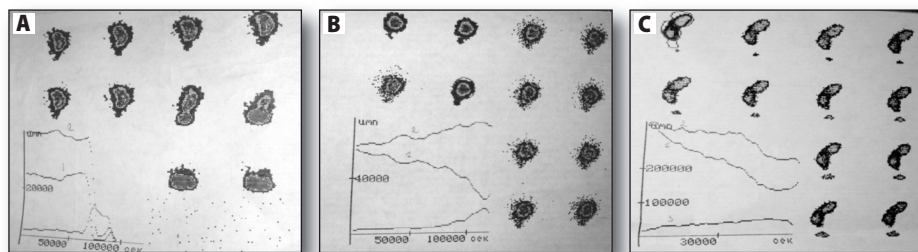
Scintidefecografia (SDG): A – bloc infrarectal organic, B – bloc infrarectal funcțional, C – evacuatie fiziologică.
